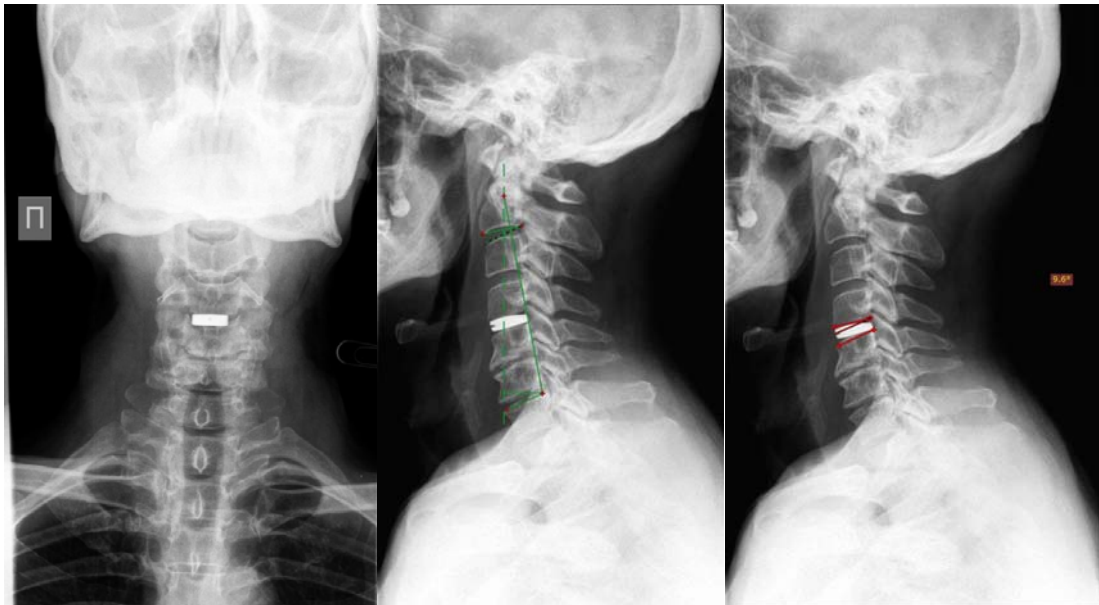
Данные постуральной рентгенографии шейного отдела после операции
